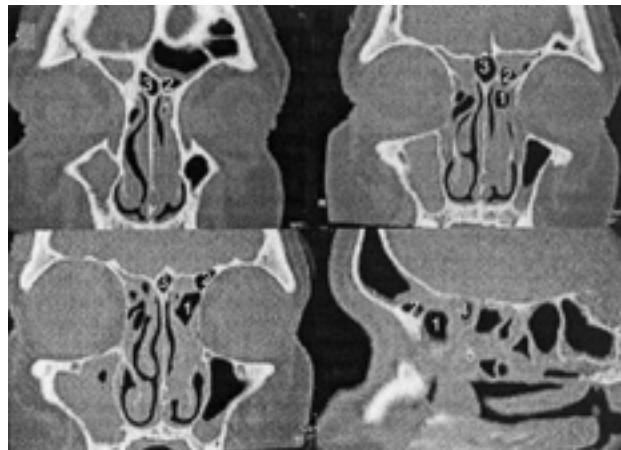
TC de senos y fosas nasales : 1 Agger nasi, 2 Celdilla K3, 3 ICCS, 4 Celdilla suprabullar, 5 Bulla etmoidalis, (extraído de Wormald (3)).
